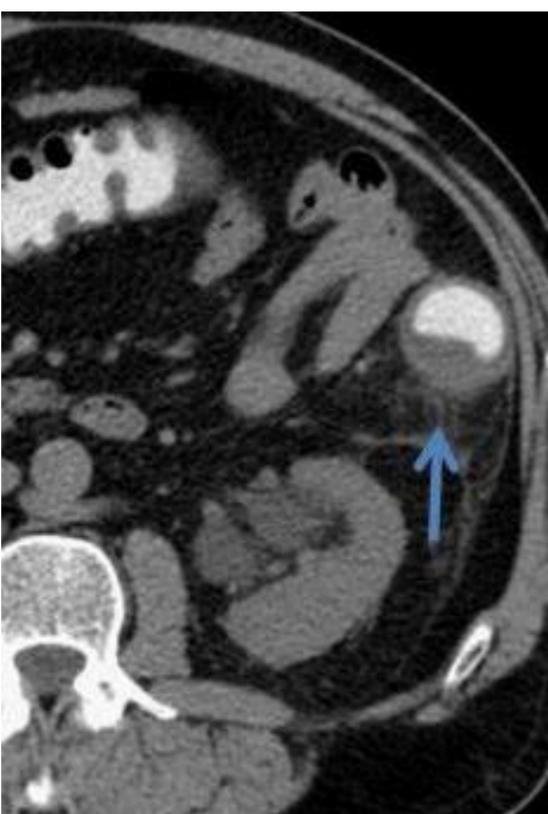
a y b. Corte axial (izquierda) y coronal (derecha) de TC en el que se observa engrosamiento asimétrico en relación con EC.
